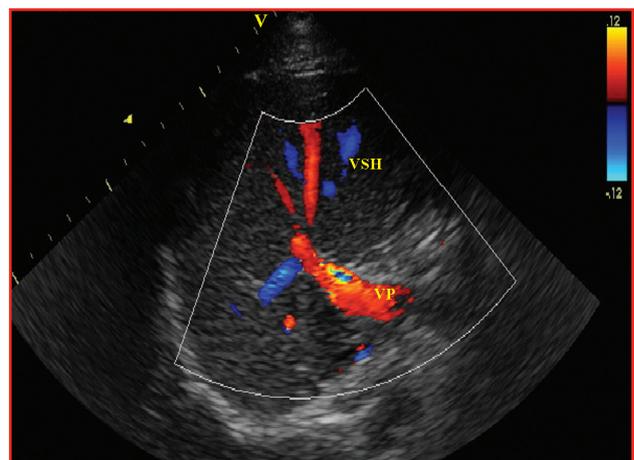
Écho-doppler hépatique normal.
